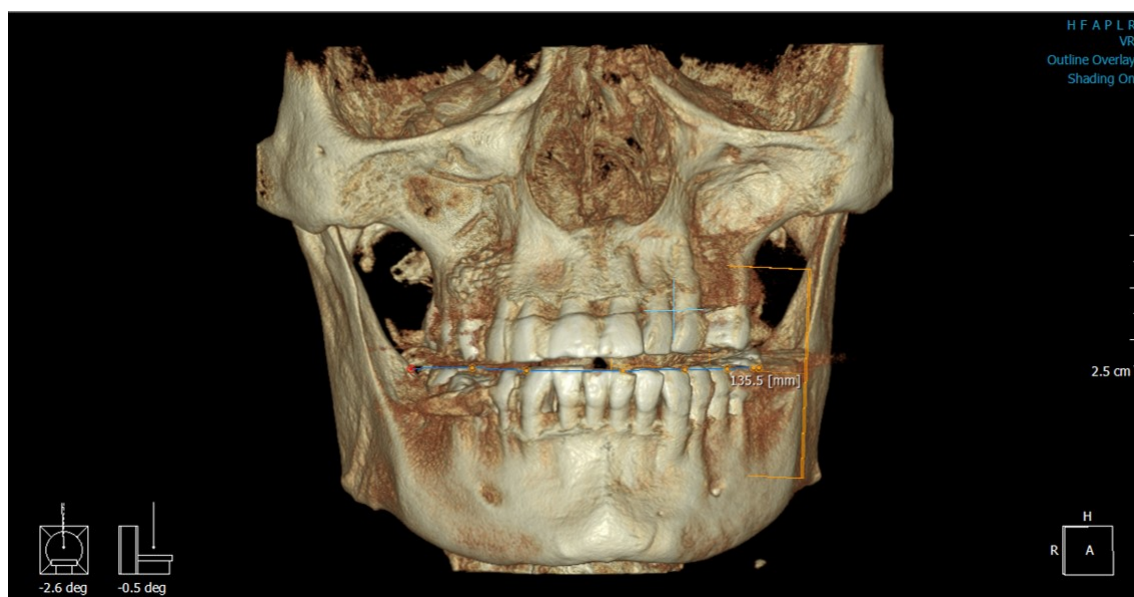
Representação a 3D craniofacial através da realização do CBCT
